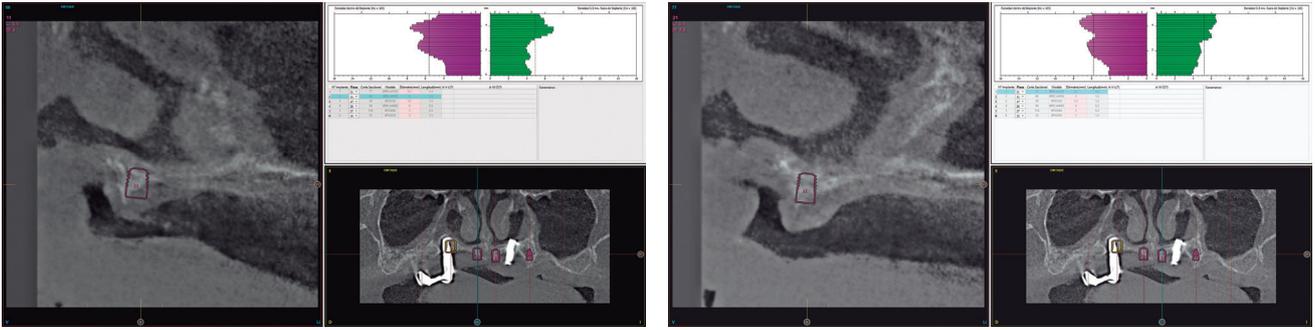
Cortes seccionales del cone-beam dental donde podemos observar la disponibilidad ósea para la colocación de dos implantes por detrás de los últimos insertados a 45°.
